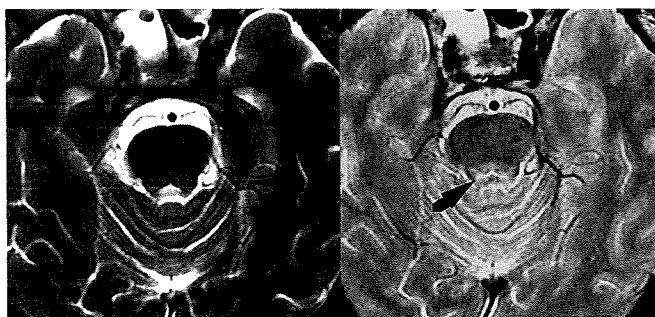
PSP患者 (64歳, 女性) の頭部MRI.
